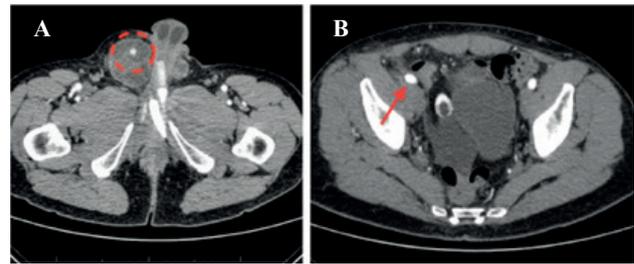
TC abdominal: catéter de prótesis de pene entre las asas intestinales (A) y reservorio intraabdominal (B).
